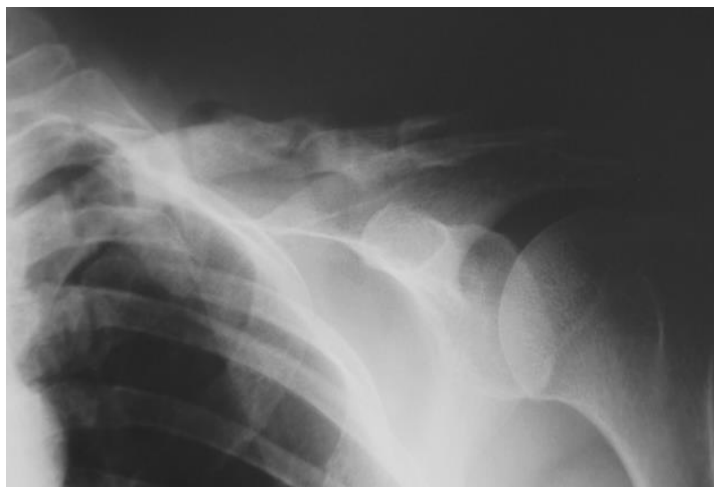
Пациентка Б. Рентгенограмма левой ключицы, после удаления металлокостнострукции (через 36 месяцев после остеосинтеза), ложный сустав сросся.
